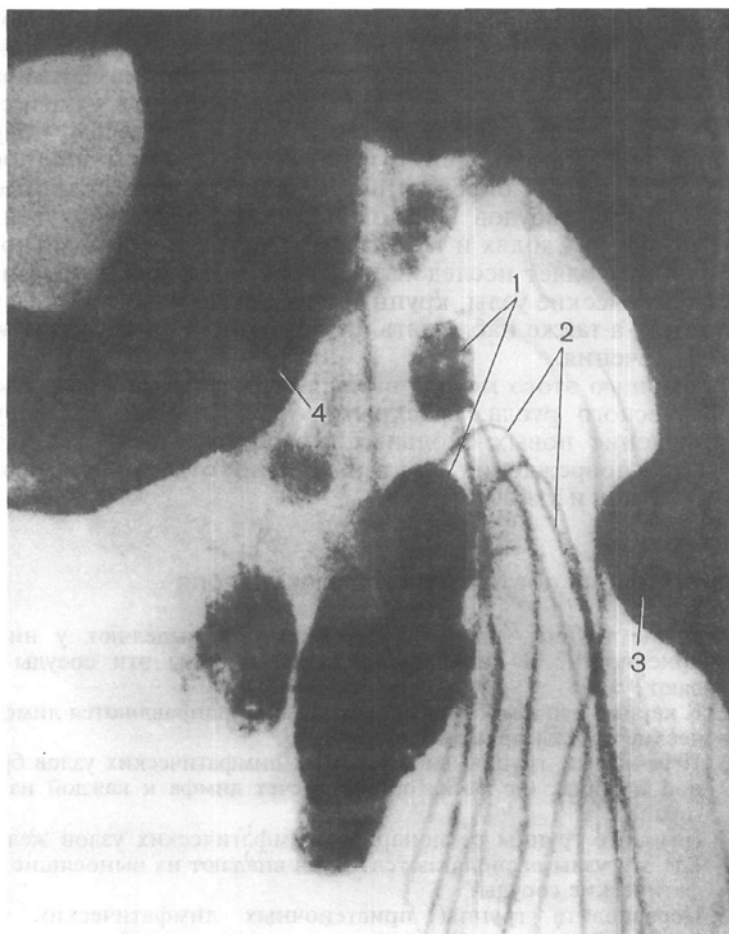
Рентгенограмма паховых лимфатических узлов и лимфатических сосудов нижней конечности.
